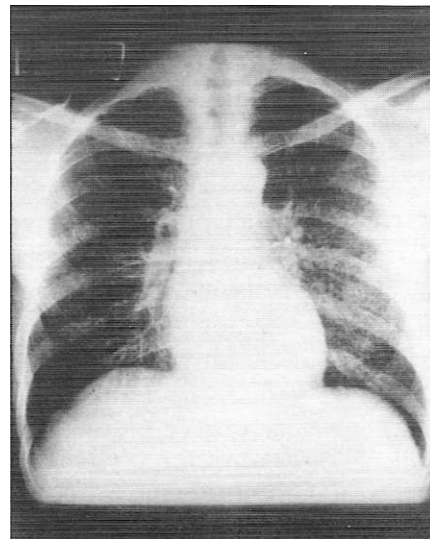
Radiografía de un paciente de tórax de un paciente con histoplasmosis diseminada. Se observa un infiltrado reticulonodular diseminado.
